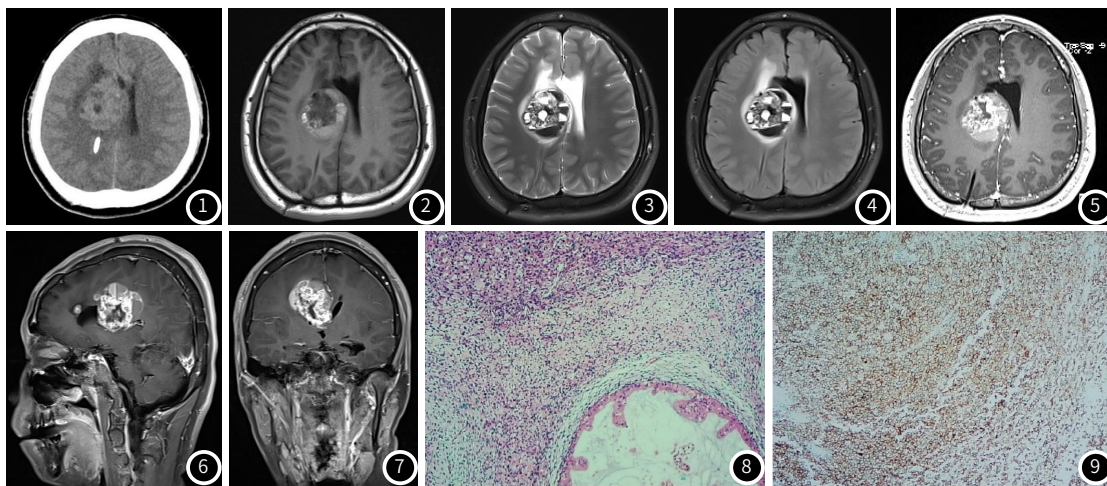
CT平扫示右侧侧脑室内见团块状混杂密度影, 以等密度影为主, 中央见多发小囊变灶, 病灶周围可见轻度水肿。
